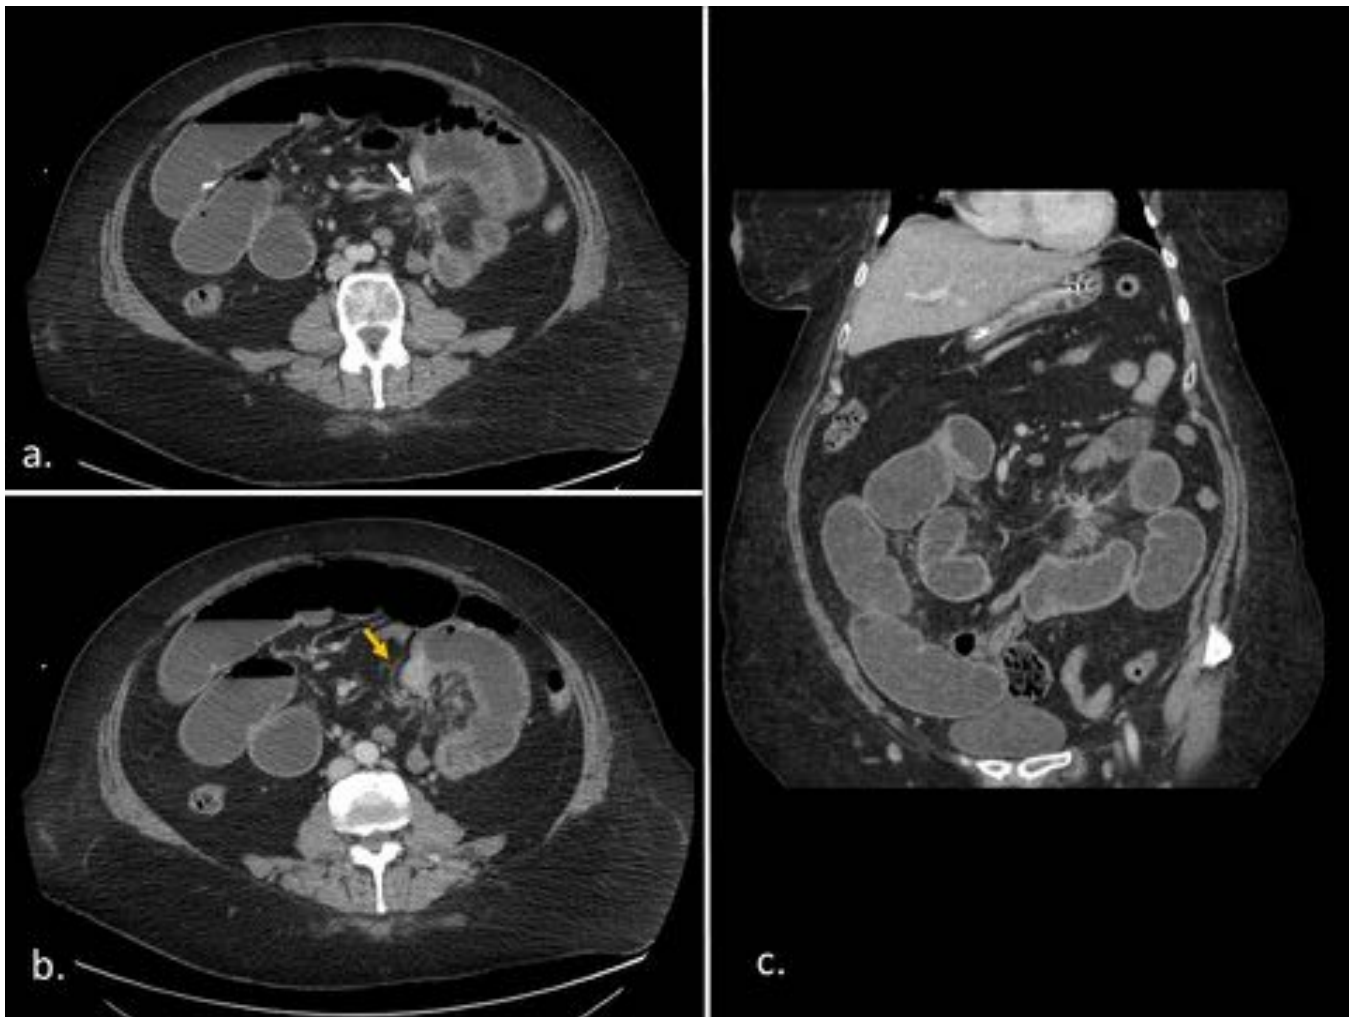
Tumor carcinoide en mujer de 54 años. (a)TC axial con contraste iv que muestra lesión nodular en mesenterio de yeyuno de densidad partes blandas, mal delimitada, rodeada por una trabeculación que irradia a la grasa periférica (flecha blanca). (b)Axial varios cm craneal a (a) donde se identifica en la luz de yeyuno masa estenosante con moderado realce, en relación con carcinoide primario (flecha amarilla). (c)Coronal donde se aprecia la obstrucción intestinal secundaria al carcinoide primario.
